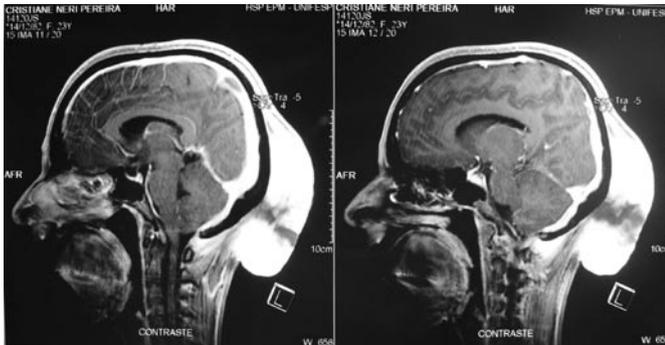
Ressonância Nuclear Magnética com Formação Expansiva de Partes Moles na Região Occipital
